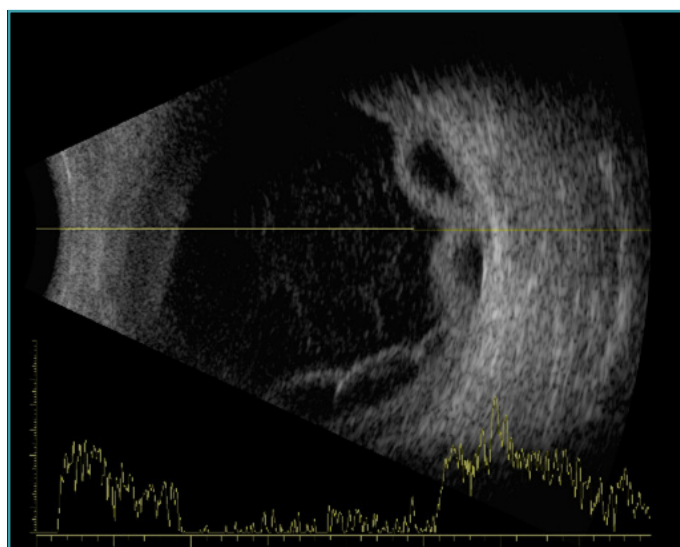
Ecografía ocular del ojo izquierdo que muestra la presencia de desprendimiento de retina y coroideo e infiltración coroidal.
